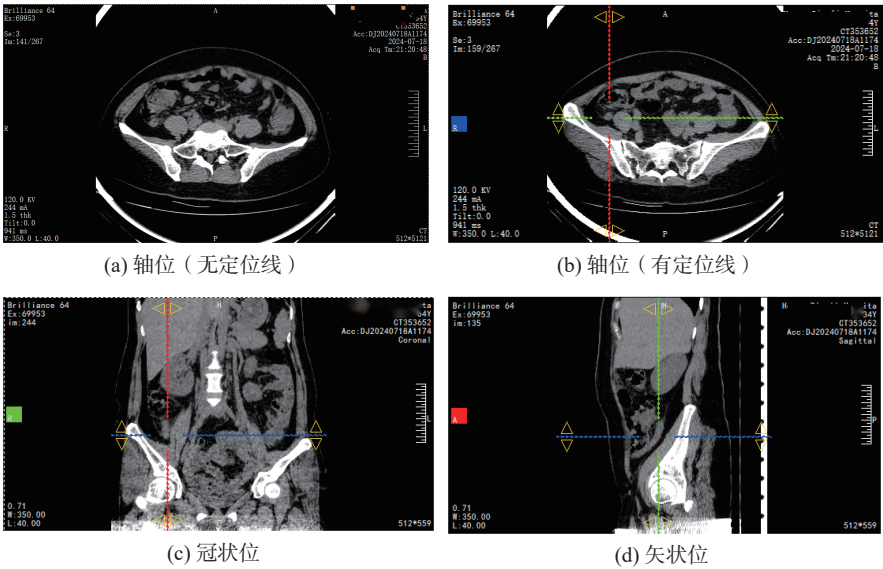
急性阑尾炎患者HRCT轴位及CT薄层重建多平面成像
